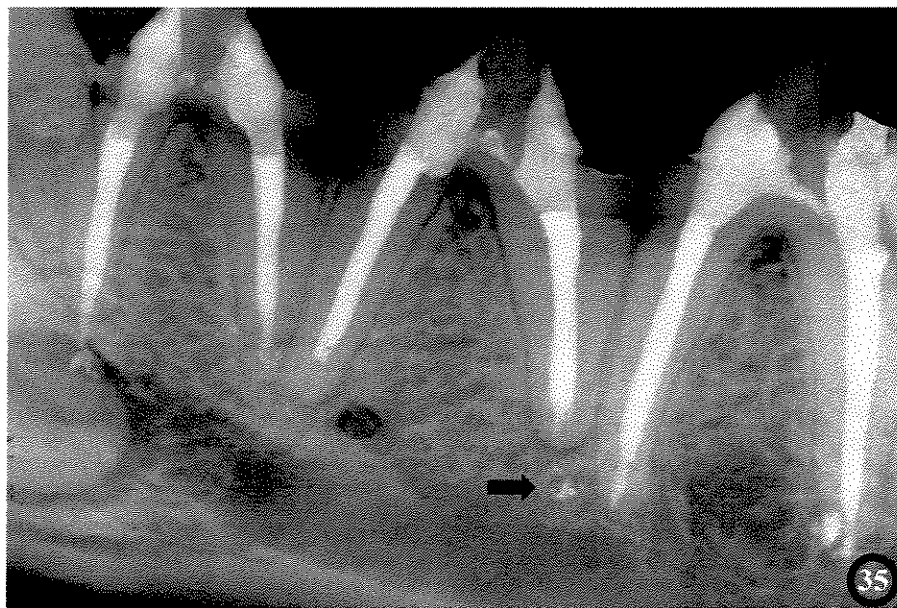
Radiografia periapical mostrando figura anterior, após 30 dias da obturação dos canais radiculares, observando-se na raiz distal do 3º pré-molar inferior área de extravasamento de cimento AH Plus (seta).
